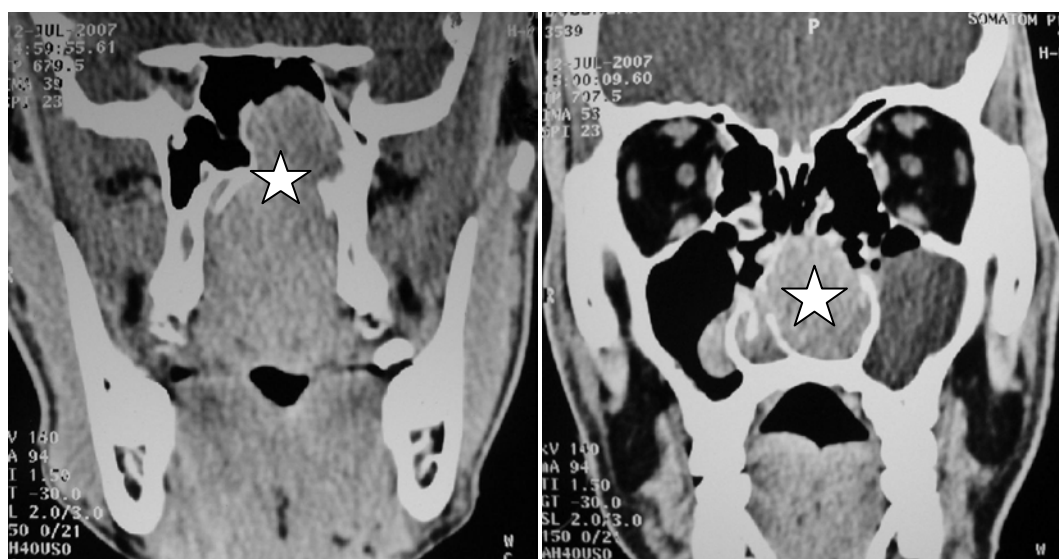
TDM en coupe coronale : envahissement des sinus sphénoïdal et maxillaire [229]
